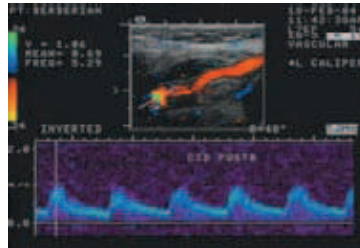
Eco-Doppler de arteria carótida en el cuello.
